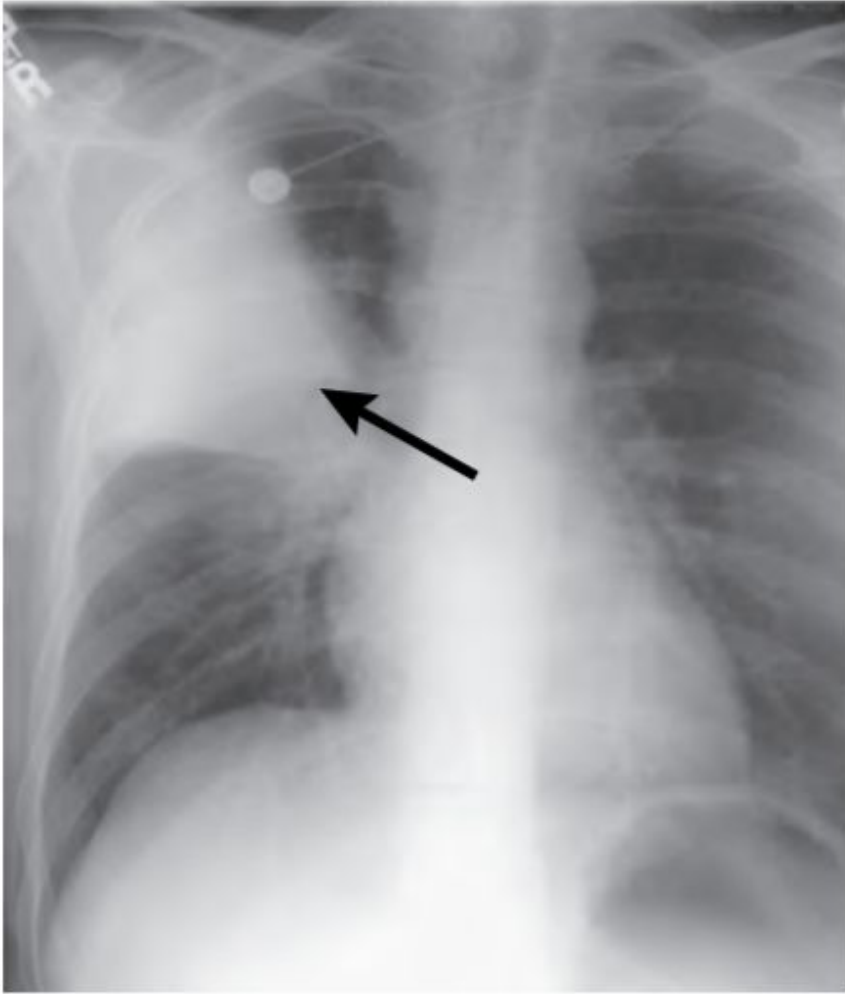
AP chest radiograph of a 38-year-old man with fever and cough productive of rusty blood-streaked sputum shows dense, non-segmental homogeneous right upper lobe consolidation abutting the horizontal fissure. Note the subtle air bronchograms medially (*arrow*).
